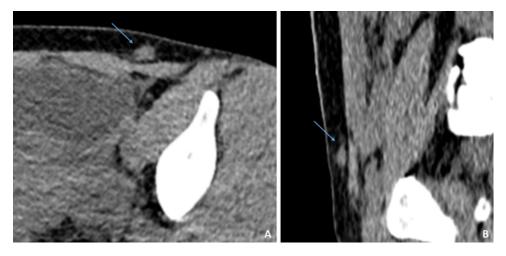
Tomografía axial computarizada de abdomen-pelvis sin contraste intravenoso. Se confirma nódulo hiperdenso (flechas) en tejido celular subcutáneo de bordes parcialmente definidos de aspecto sólido.
